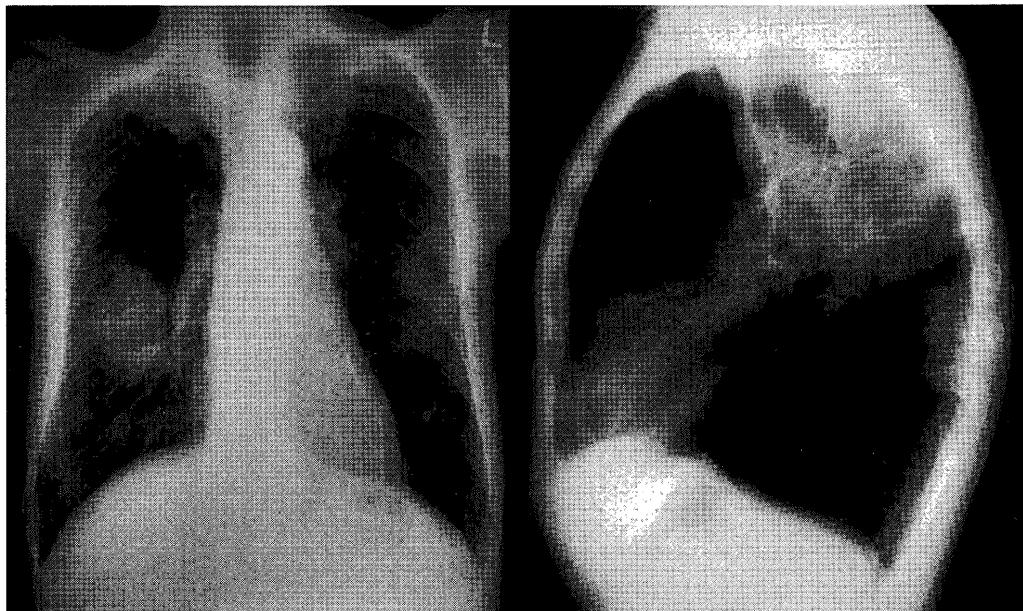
Chest X-ray revealed a tumorous shadow in the right lower lung field with an irregular outline and a diameter measuring about 5 cm.
